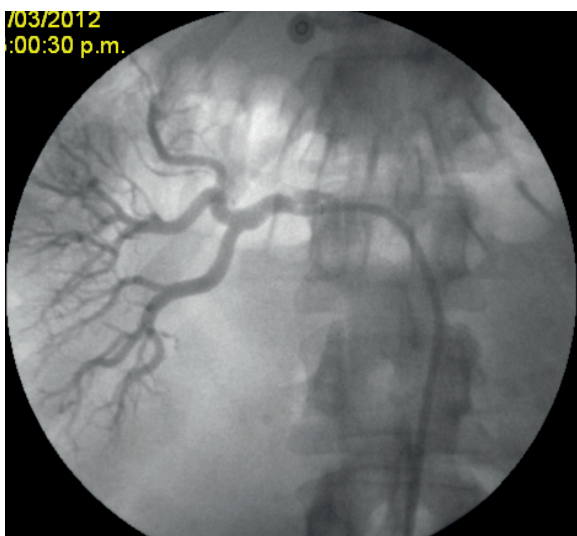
Angiografía de arteria renal derecha. Se confirman los hallazgos de la angio-TC
